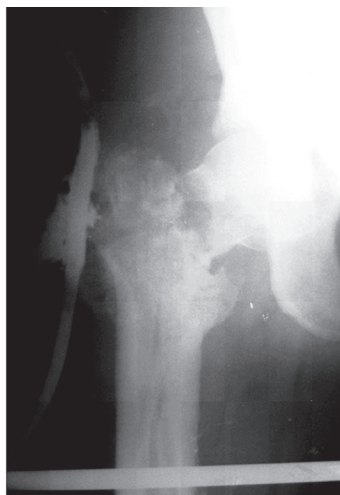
Рентгенограммы правого тазобедренного сустава и проксимального отдела бедра при поступлении
